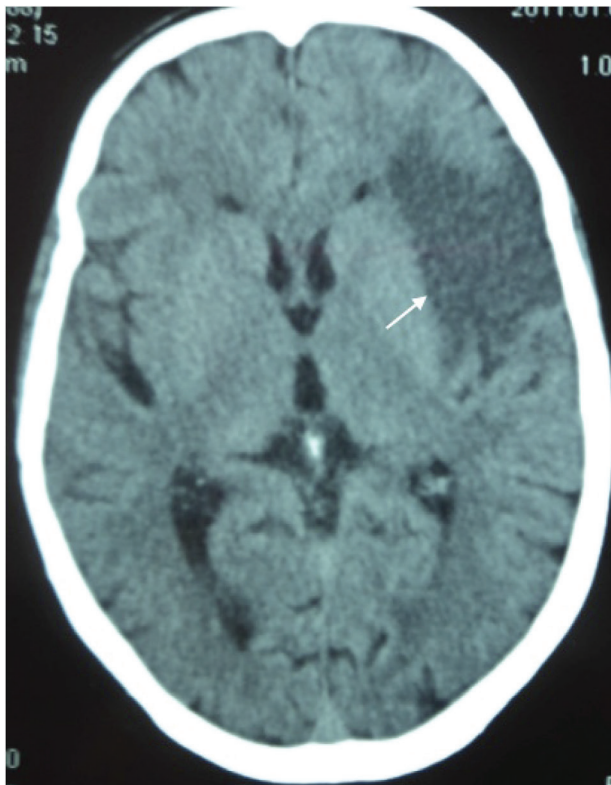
КТ головного мозга пациента Н. (стрелкой указан очаг АТИ)
